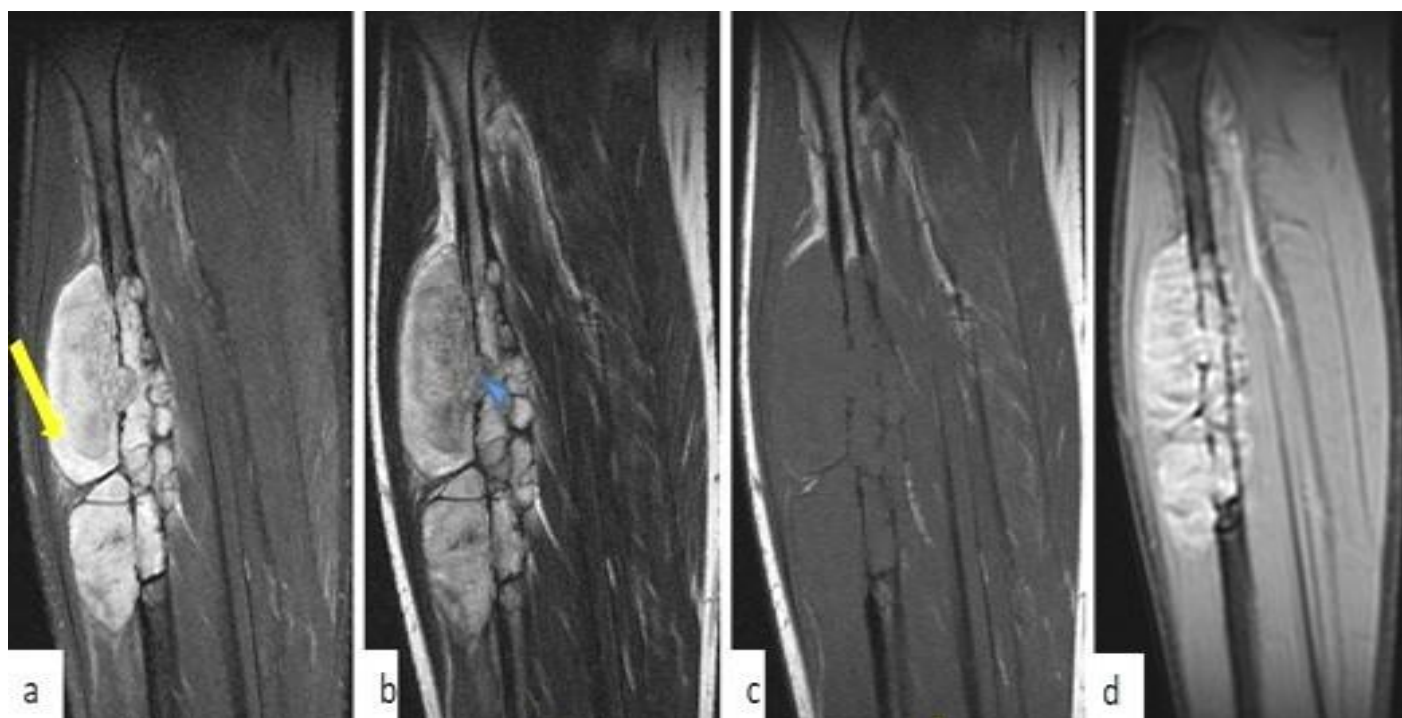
IRM initiale du cas N4
